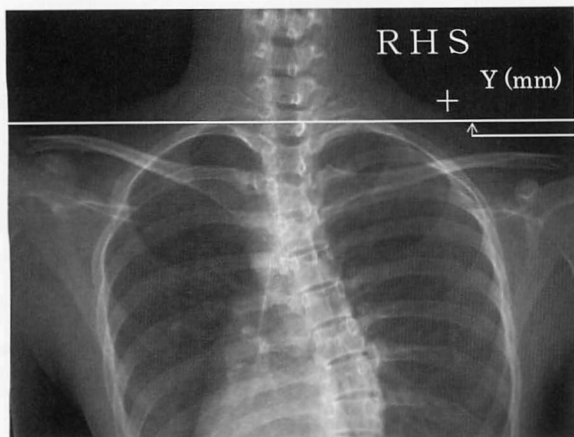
「Radiographic shoulder height (RHS)」について
